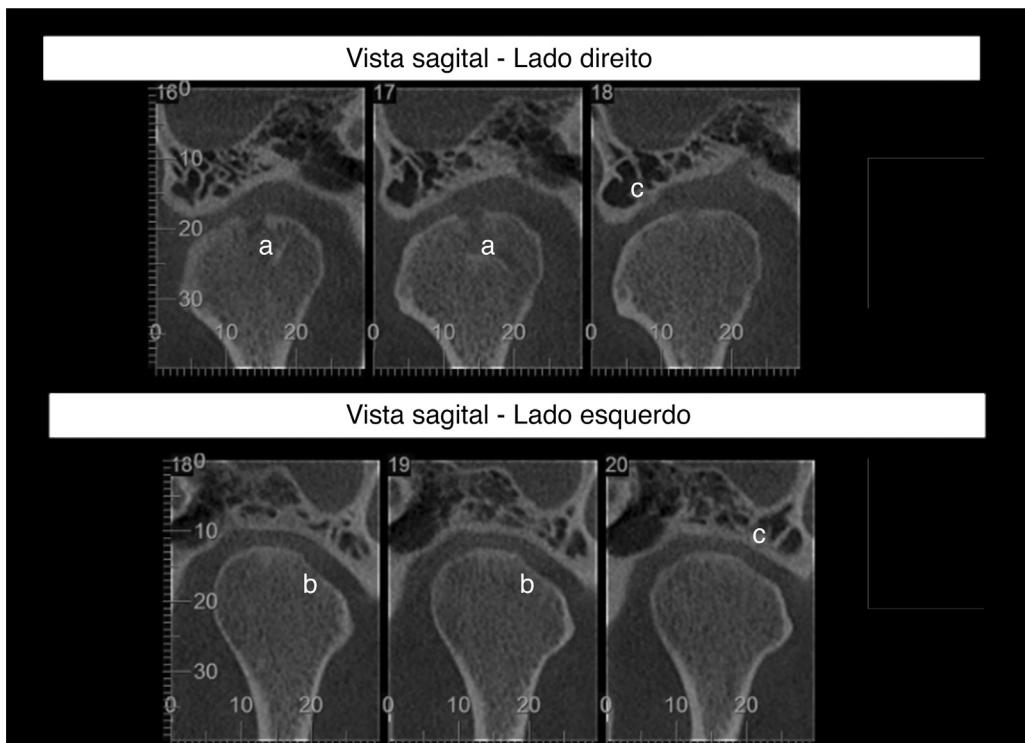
Tomografia computadorizada da articulação temporomandibular de paciente com artrite reumatoide e queixa de estalido durante função mastigatória. Observa-se presença de cisto subcondral na porção superior da cabeça mandibular direita (a), desgaste da porção lateral da cabeça mandibular esquerda (b) e aplainamento das eminências articulares (c).
